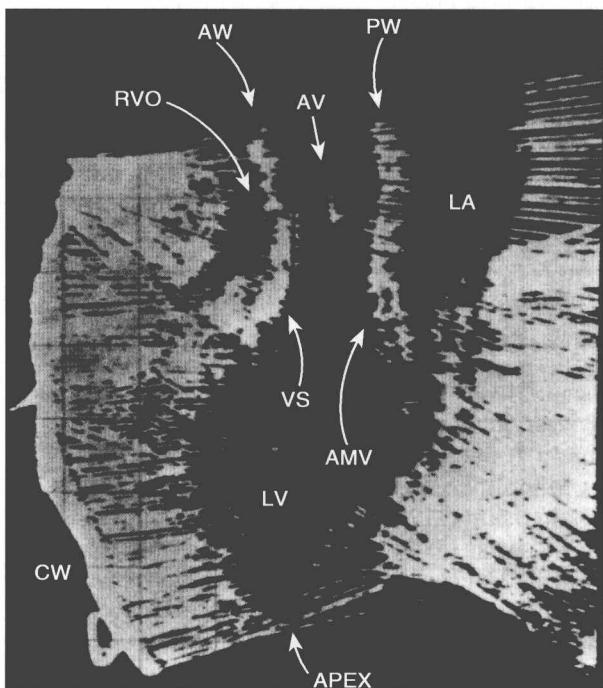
复合心电门控心脏切面超声检查。RVO = 右心室流出道, AW = 主动脉前壁, AV = 主动脉瓣, PW = 主动脉后壁, LA = 左心房, VS = 室间隔, AMV = 二尖瓣前叶, LV = 左心室, CW = 胸壁。(经作者同意引自 King DL, Steeg CN, Ellis K. Visualization of ventricular septal defect by cardiac ultrasonography. Circulation, 1973, 48:1215)
